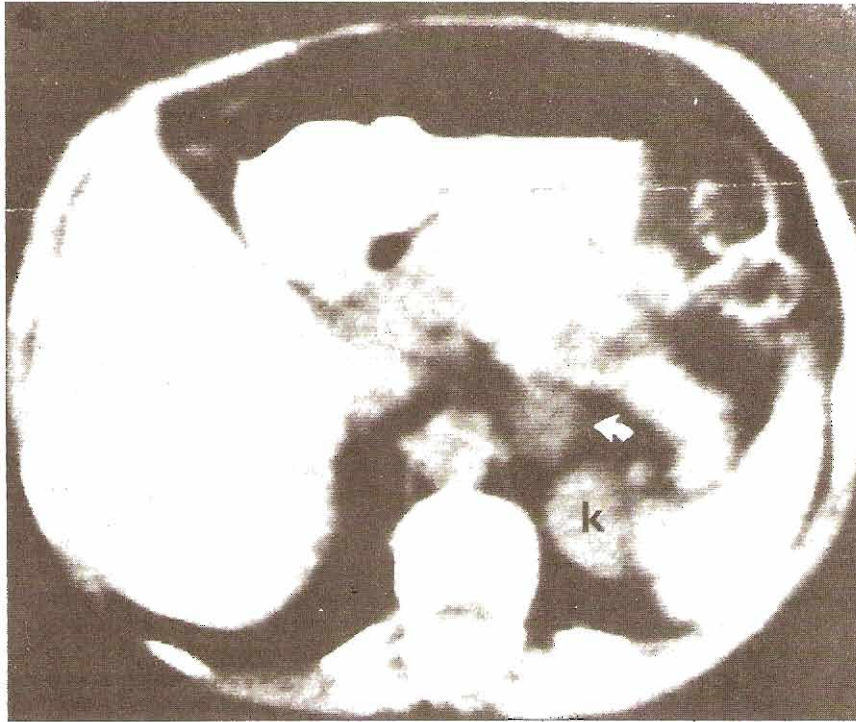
Localización de lesiones suprarrenales. TC de un adenoma suprarrenal izquierdo de 3 cm (flecha blanca) anteriomedial al riñón izquierdo (K). (Reproducida con autorización de Korobkin MT et al: *AJR* 1979;132:231.)
